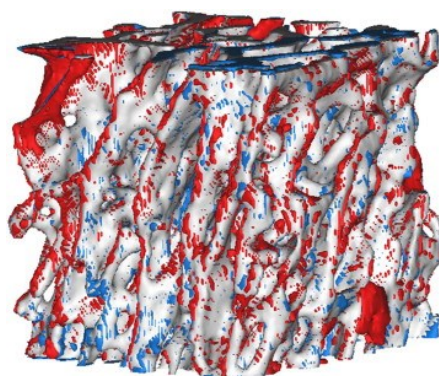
Modello 3D ricostruito da immagini μ CT che compara i volumi pre- e post-carico del campione #17. [14]
